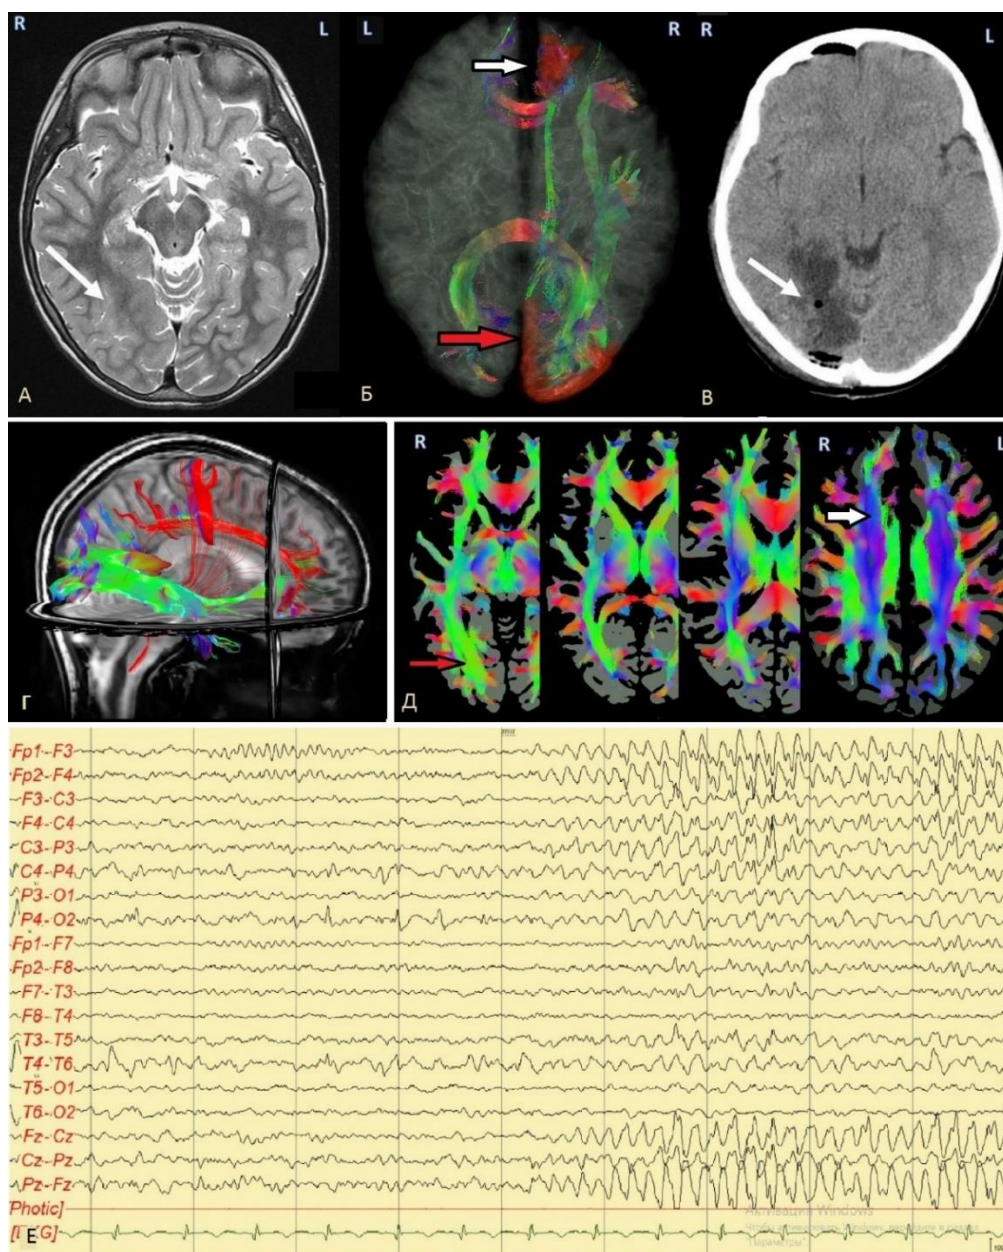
Реализация фокальных асимметричных моторных приступов с ЗНП в затылочной доле: А – на T2-ВИ в правой затылочной доле визуализируется ФКД II типа (стрелка); Б - реконструкция проводящих путей в аксиальной плоскости (нижний лобно-затылочный тракт, нижний продольный пучок, тракт опоясывающей извилины) от ЗНП в затылочной доле (красная стрелка) к симптоматогенной коре дополнительной моторной зоны (ДМЗ, белая стрелка); В – КТ после резекции ФКД II типа правой затылочной доли (Engel IA, катамнез 4 г.); Г – реконструкция проводящих путей (нижний лобно-затылочный тракт, нижний продольный пучок отмечены зеленым цветом, *singulum* и U-волокна к коре ДМЗ отмечены красным цветом) от ЗНП в затылочной доле (красная стрелка) к симптоматогенной коре ДМЗ (белая стрелка); Д – нижний лобно-затылочный тракт, нижний продольный пучок (красная стрелка) и *Singulum* (белая стрелка) в аксиальных плоскостях; Е – интериктальная эпилептиформная активность в правой затылочной доле теменной и задневисочной областях (P4-T6) и иктальная активность (билатеральная бифронтальная эпилептиформная активность)
